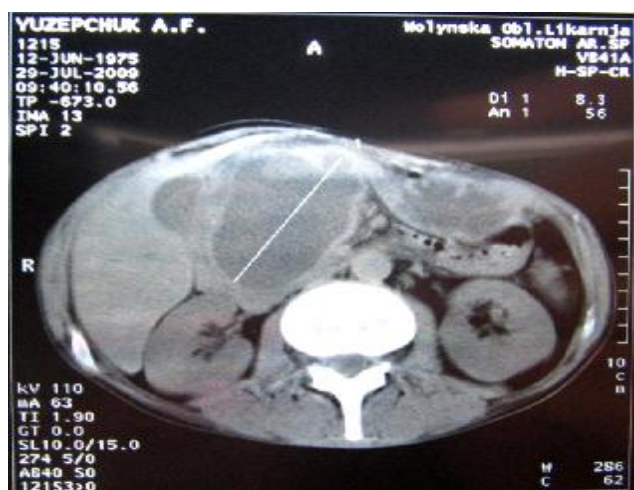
Томограма хронічної псевдокісти ПЗ у хворого Ю.
